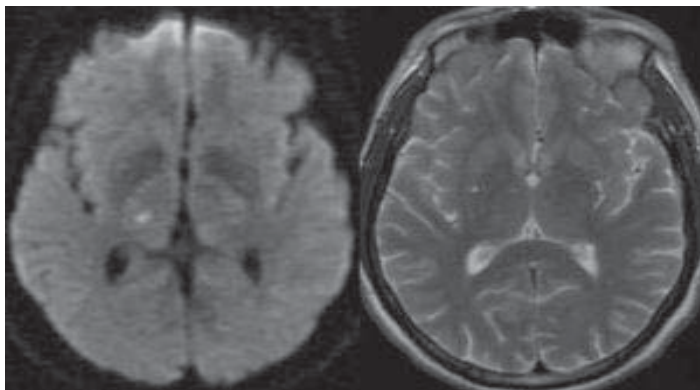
МРТ головного мозга. Лакунарный инсульт базальных отделов правой теменной доли на месте ТИА.
